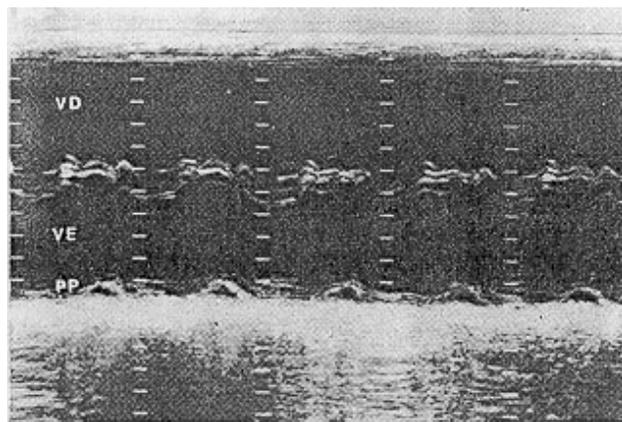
Ecocardiograma módulo-M, mostrando importante dilatação do ventrículo direito e movimento paradoxal do septo interventricular.
